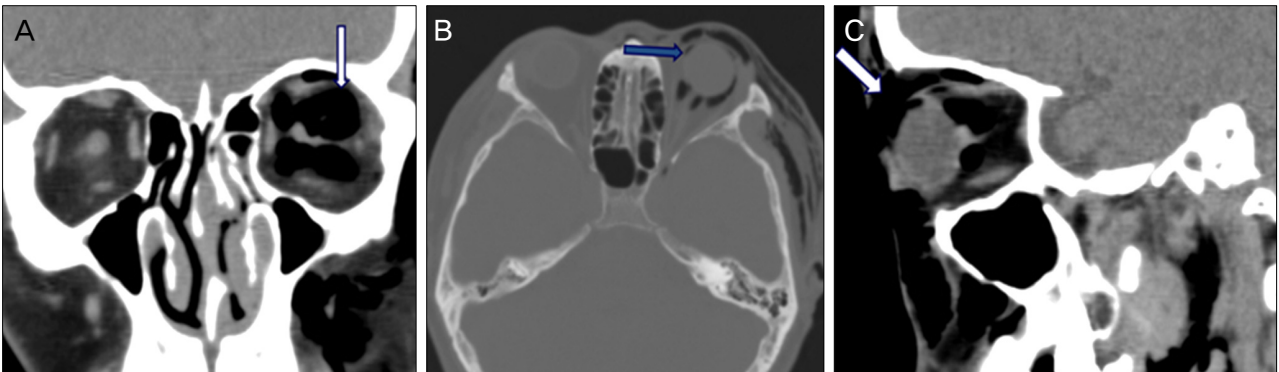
Orbital CT scan shows air in the retrobulbar (A, white arrow), subconjunctival (B, black arrow), and subcutaneous (C, thick white arrow) area. Superior rectus muscle is downwardly positioned. There aren't any orbital wall fractures.
